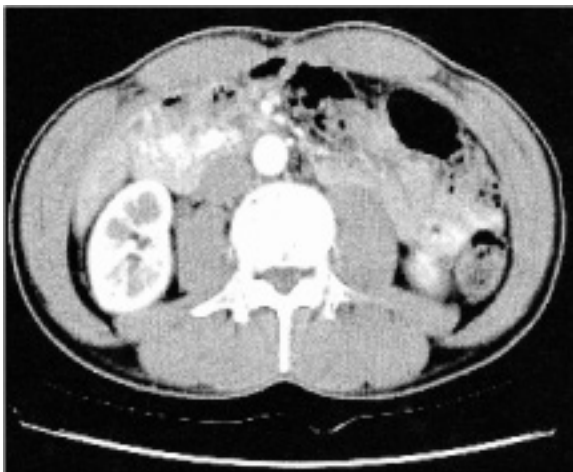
Abdominopelvic CT. It shows no grossly visible colonic or extracolonic lesions.
